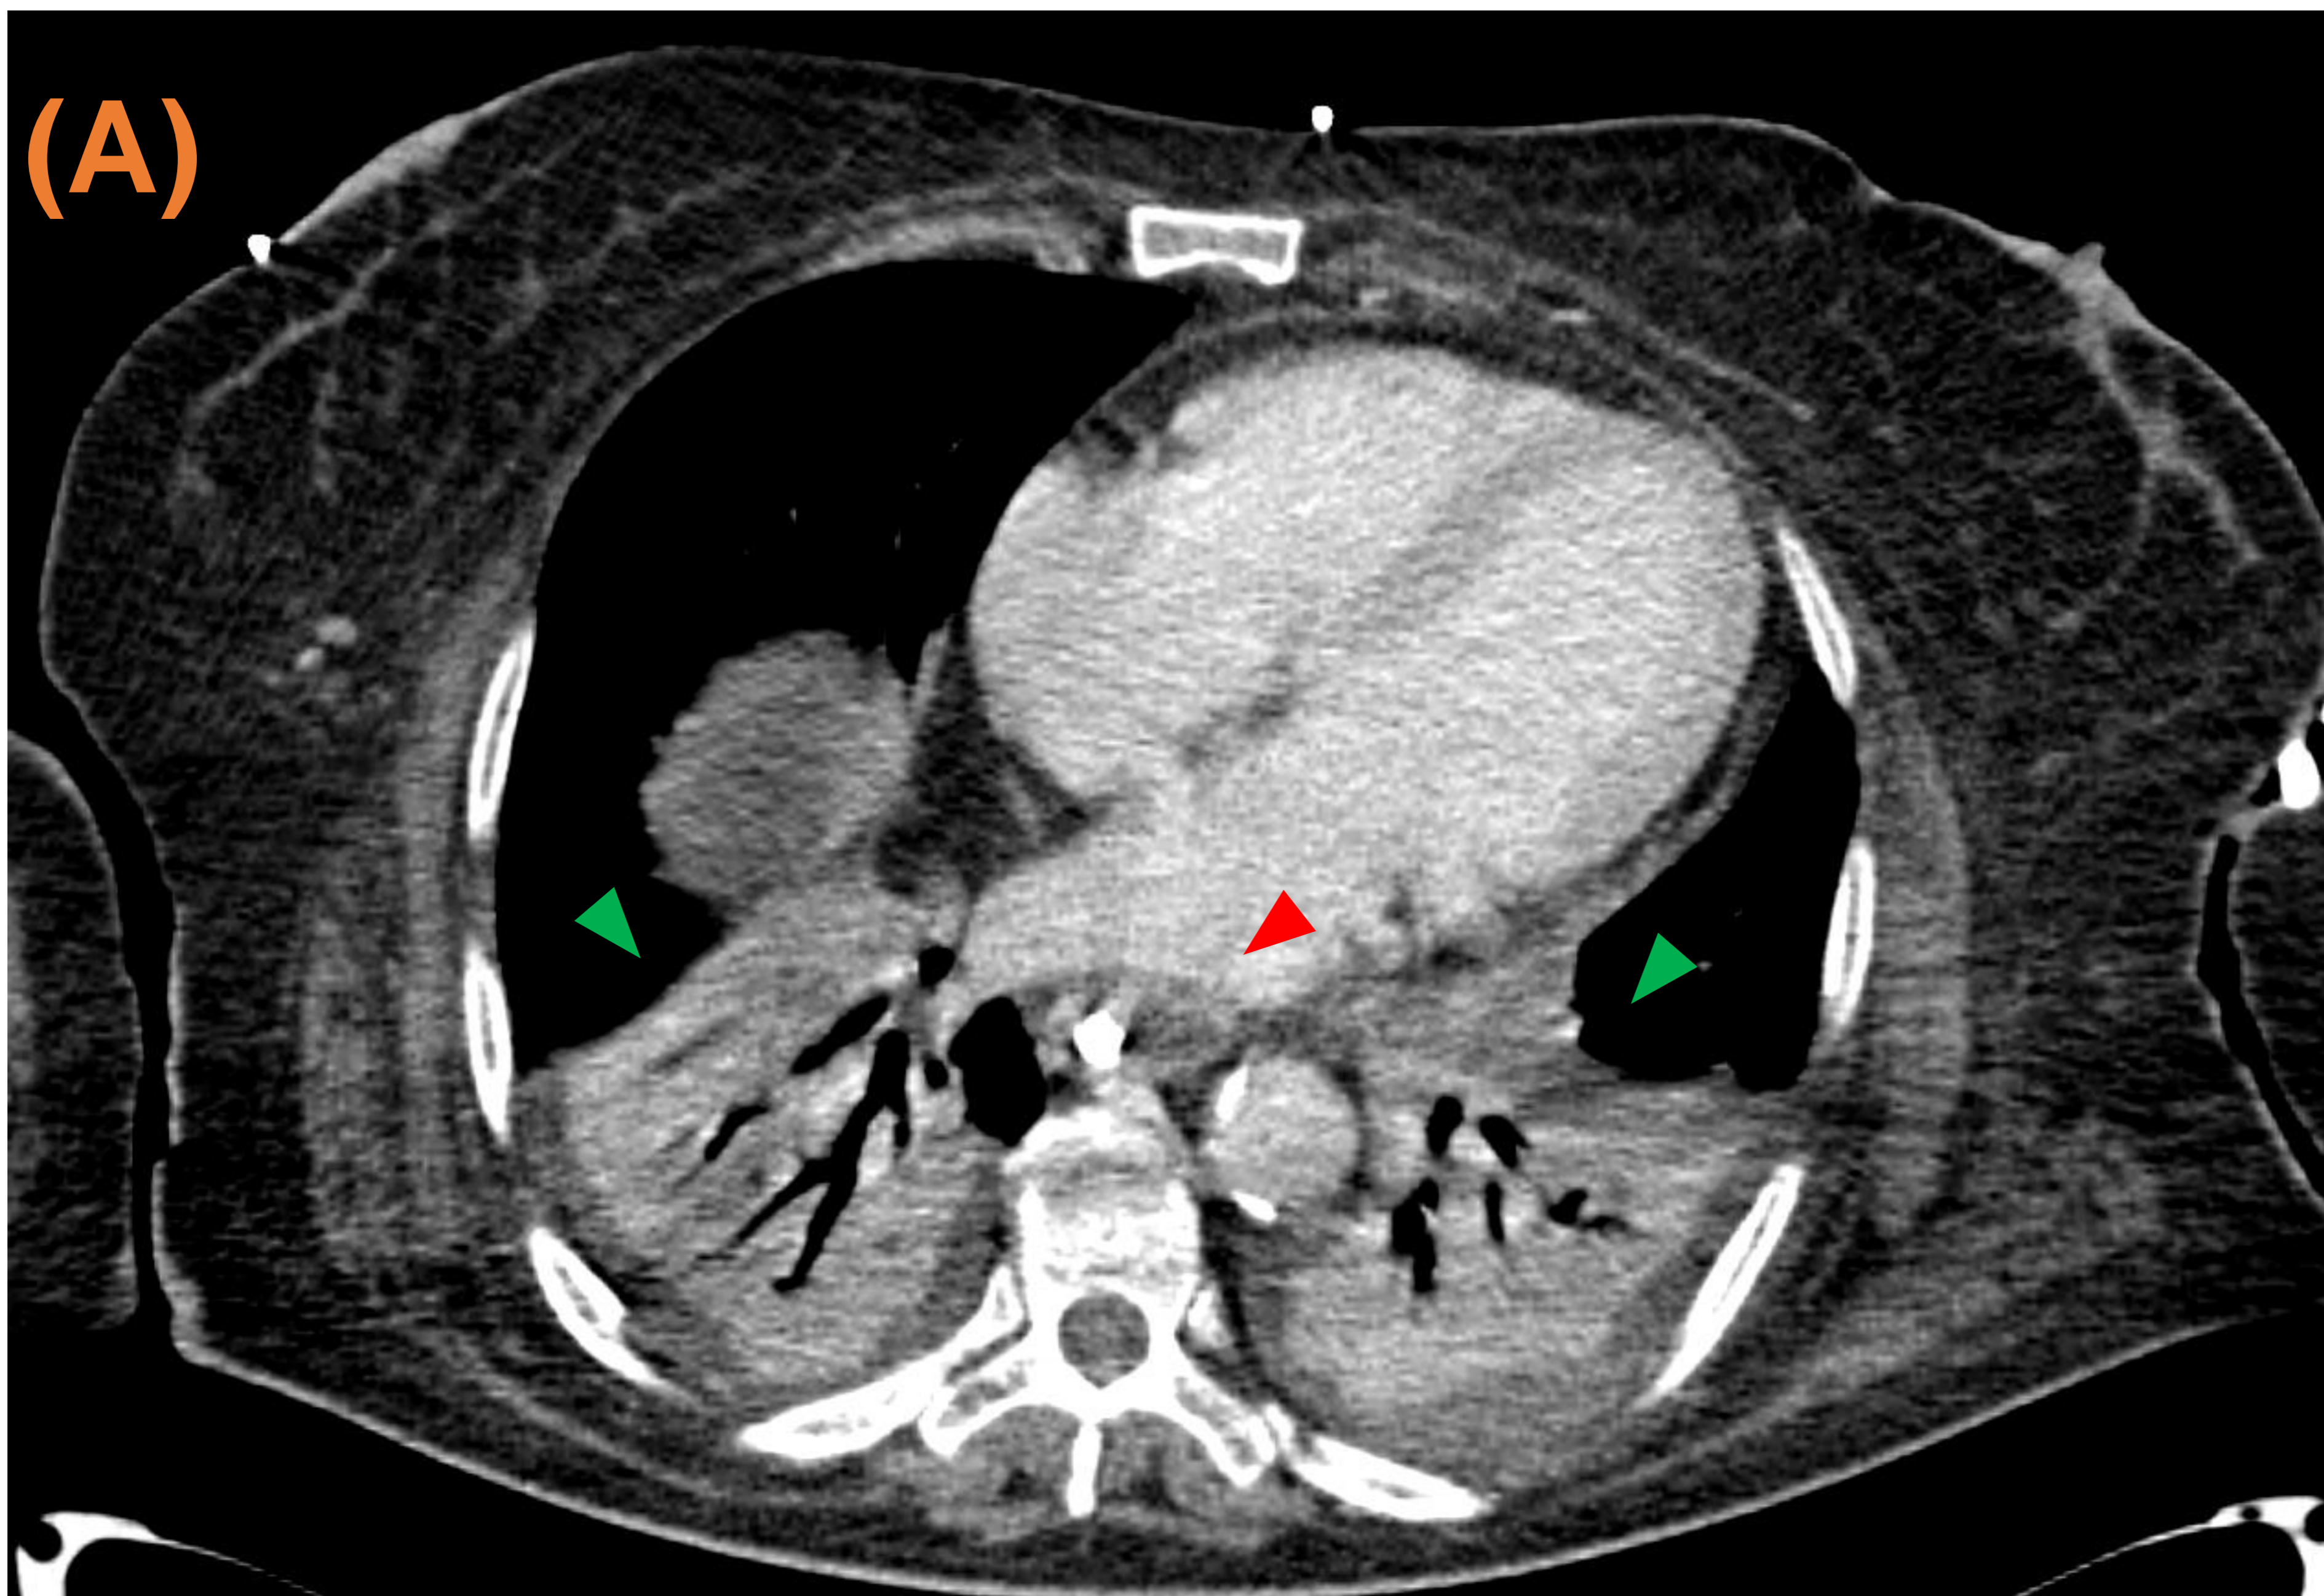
Estudio de TC abdómino-pélvico en fase venosa a los 70'', mostrando los cortes inferiores del tórax incluidos en el mismo, en ventana de mediastino (A) y de pulmón (B).
